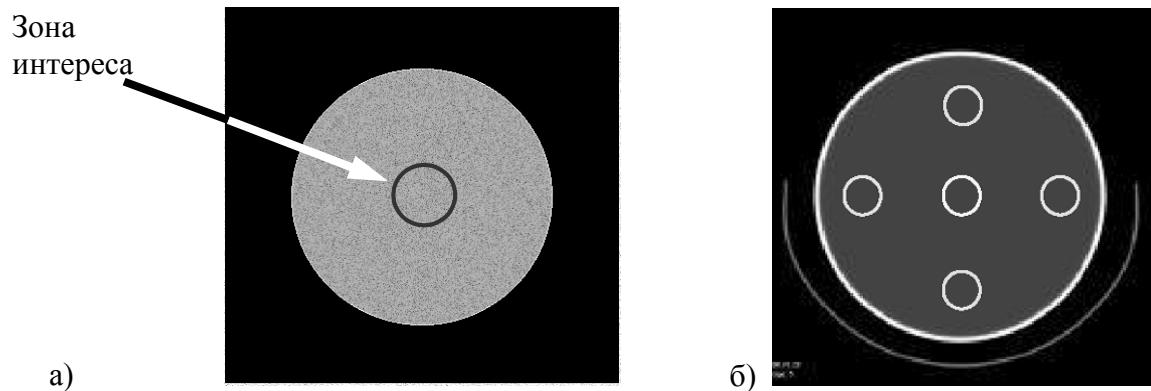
Проверка КТ-числа, однородности и шума. (а) На КТ-изображении водного фантома выделена зона интереса. Полученное среднее значение НУ соответствует КТ-числу, а стандартное отклонение значений НУ – уровню шума. (б) Для проверки однородности выделены зоны интереса в центре и по периферии изображения водного фантома.
